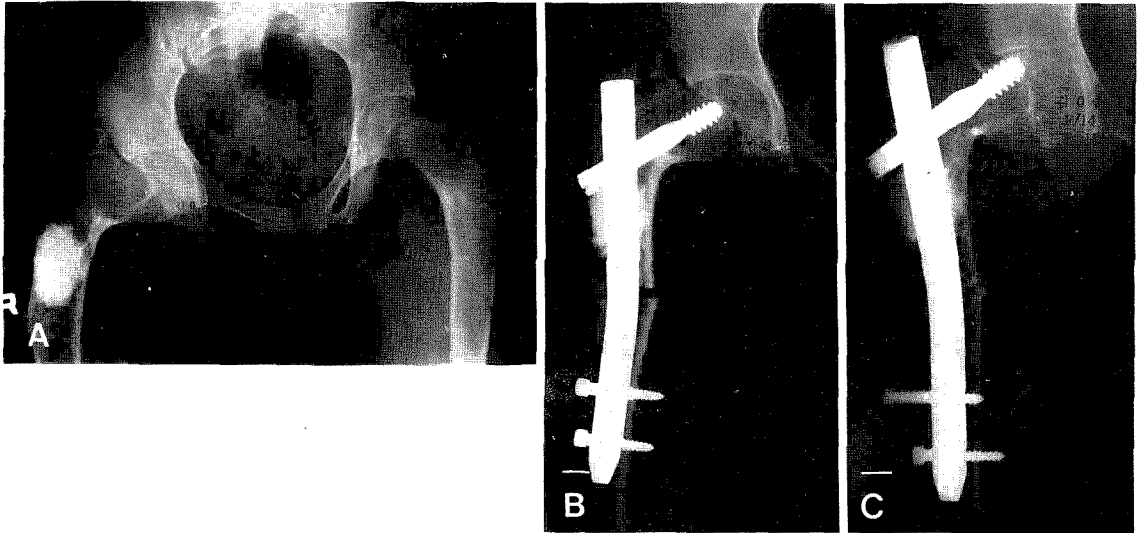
A preoperative radiograph showed lytic lesion with marginal sclerotic rim, coxa vara and shepherd's crook deformity in both Femur.
